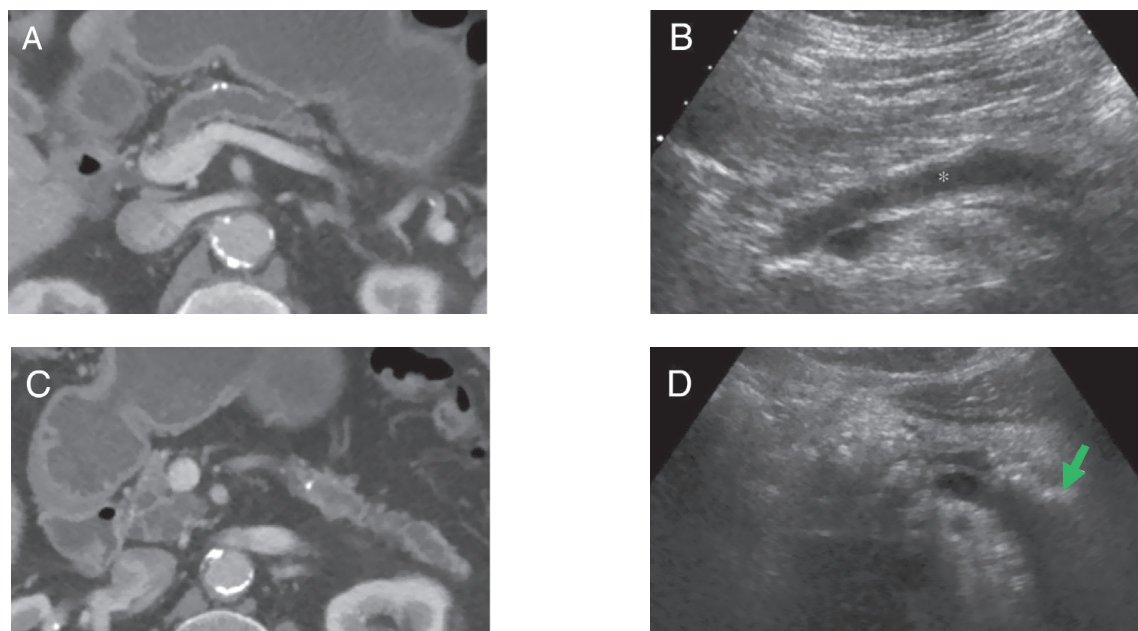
Классические признаки хронического панкреатита по данным компьютерной томографии (КТ) и ультразвукового исследования (УЗИ). На КТ выявляются атрофия поджелудочной железы, расширение главного панкреатического протока и кальцификаты (А, С). При ультразвуковом исследовании также могут быть выявлены расширение панкреатического протока (*) (В) и кальцификаты (стрелка) (D)
